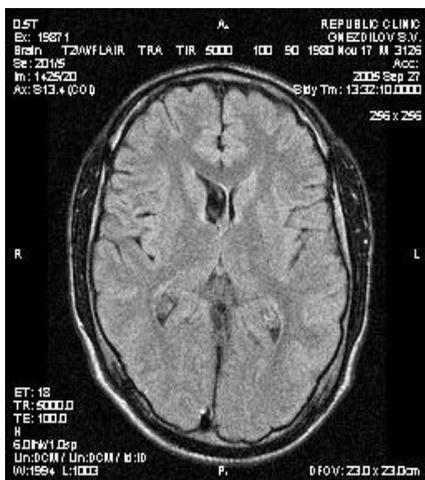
МРТ картина пациент Г. (через 10 месяцев после ТФН)
